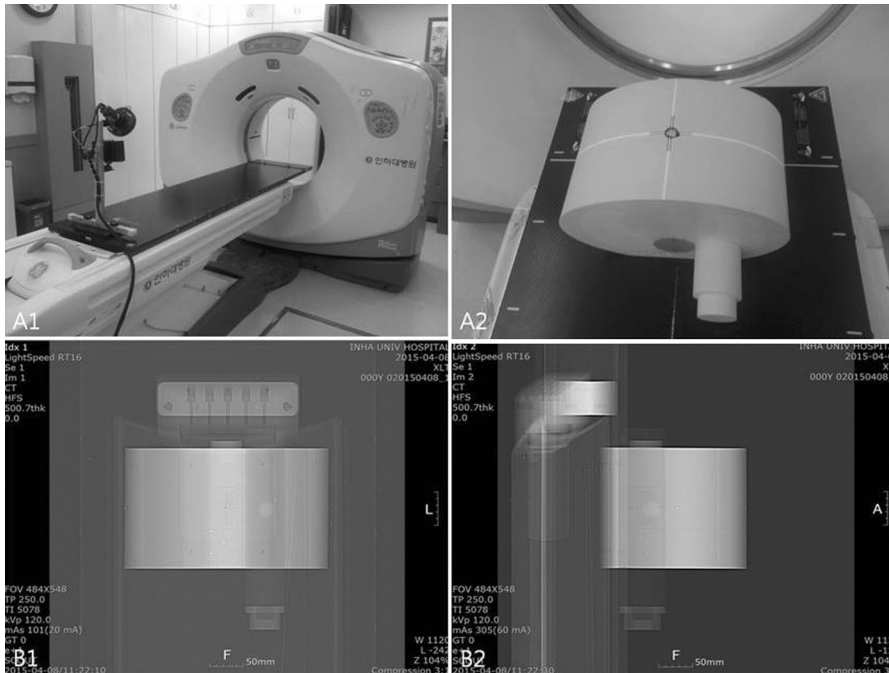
Phantom image acquisition with CT
